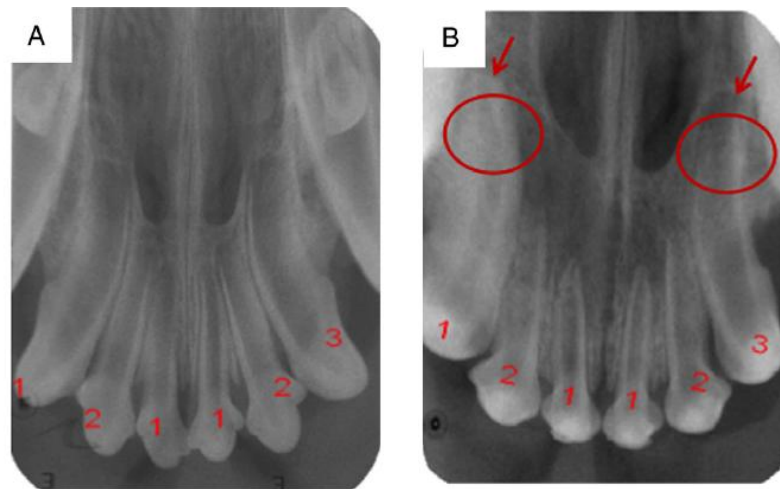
Radiografias pré e pós-operatórias. Radiografia pré-operatória que mostra os 6 incisivos superiores de 18 semanas imaturos, com o forâmen apical aberto e paredes dentinárias finas (A). Radiografia 24 semanas depois (B), a mostrar que o desenvolvimento radicular estava completo, o forâmen apical encerrado e a parede dentinária engrossada, nos 3 dentes do grupo 1. O mesmo não foi observado nos 3 dentes dos grupos 2 e 3 (como indicado pelas setas).
